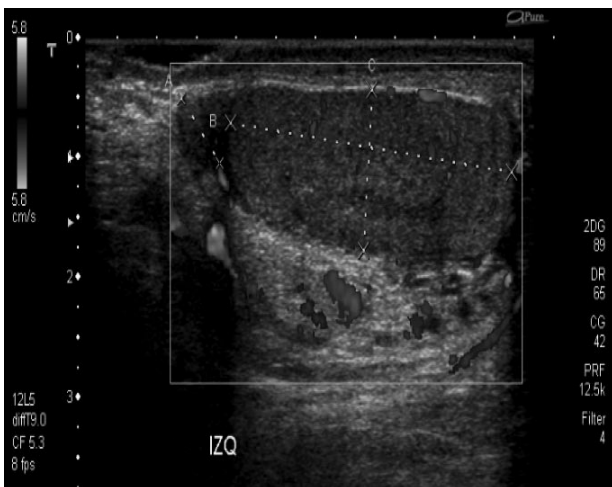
Cubiertas testiculares y tejido celular subcutáneo engrosados con flujo Doppler aumentado con teste normal.
